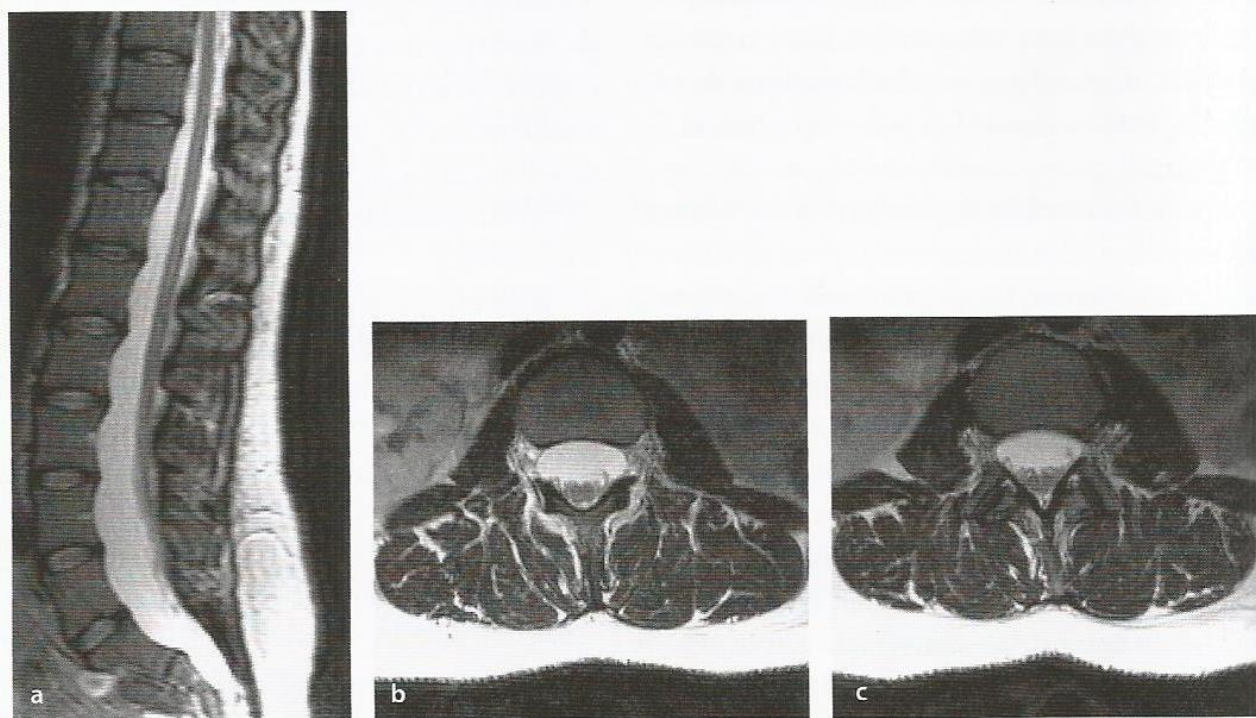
Síndrome da medula encarcerada. a. Imagem de RM em T2 no plano sagital mostrando alargamento do canal medular lombar, com cone medular situado em posição anormalmente baixa (L4), imediatamente sob a dura-máter dorsal. Nesse caso, não havia anomalias associadas, inclusive seio
